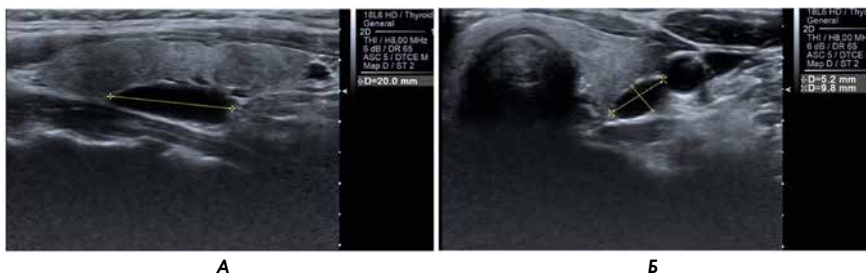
УЗИ органов шеи (В-режим): А – продольный скан, Б – поперечный скан. Измененная ОЩЖ (верхняя, левая): однородное гипозоногенное образование вытянутой формы, с четкими, очерченными контурами, размером 5,2×9,8×20,0 мм. Патоморфологическое заключение: темноклеточная аденома ОЩ
